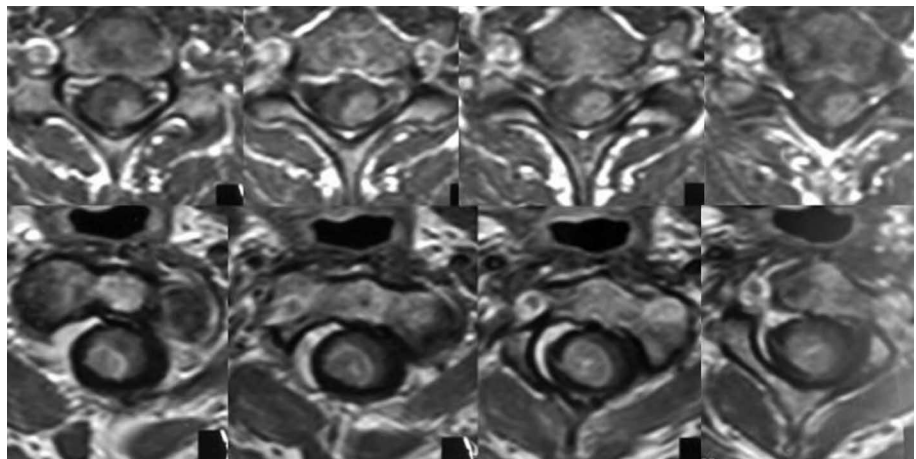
МРТ в T1 режиме. Шейный отдел позвоночника, аксиальные срезы. Верхний ряд — очаг поражения на уровне $C_{VI}-C_{VII}$; нижний ряд — очаг поражения на уровне C_1-C_{II} .
